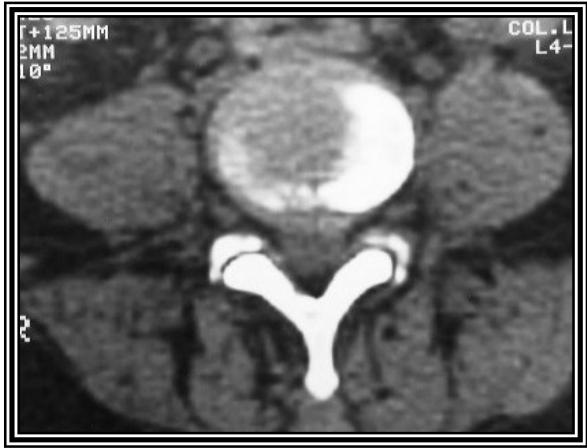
Tomografías de columna lumbosacra con foco en L3-L4 en la cual se observa hernia de disco central.
